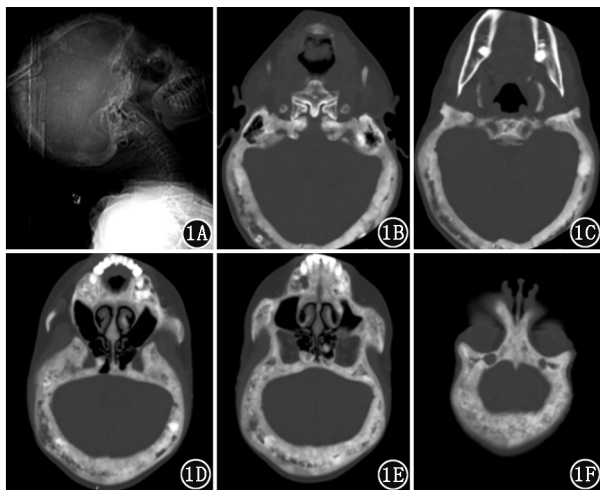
Paget 骨病(PDB)患者(女,63 岁)CT 检查图。定位相(1A)示,扫面线垂直于听眦线,扫描范围从额窦前缘至蝶窦后缘。鼻窦冠状位扫描图像(1B~1F)示:颅骨内外板增厚,板障间隙扩大,骨质密度不均匀,可见少许散在高密度硬化,呈“棉团”征样表现;上颌骨(1D)、颧骨(1E)、鼻骨(1F)等面颅骨受累,形成了“骨性狮面”的影像表现;寰椎、枢椎(1B)、下颌骨(1C)未见 PDB 受累
